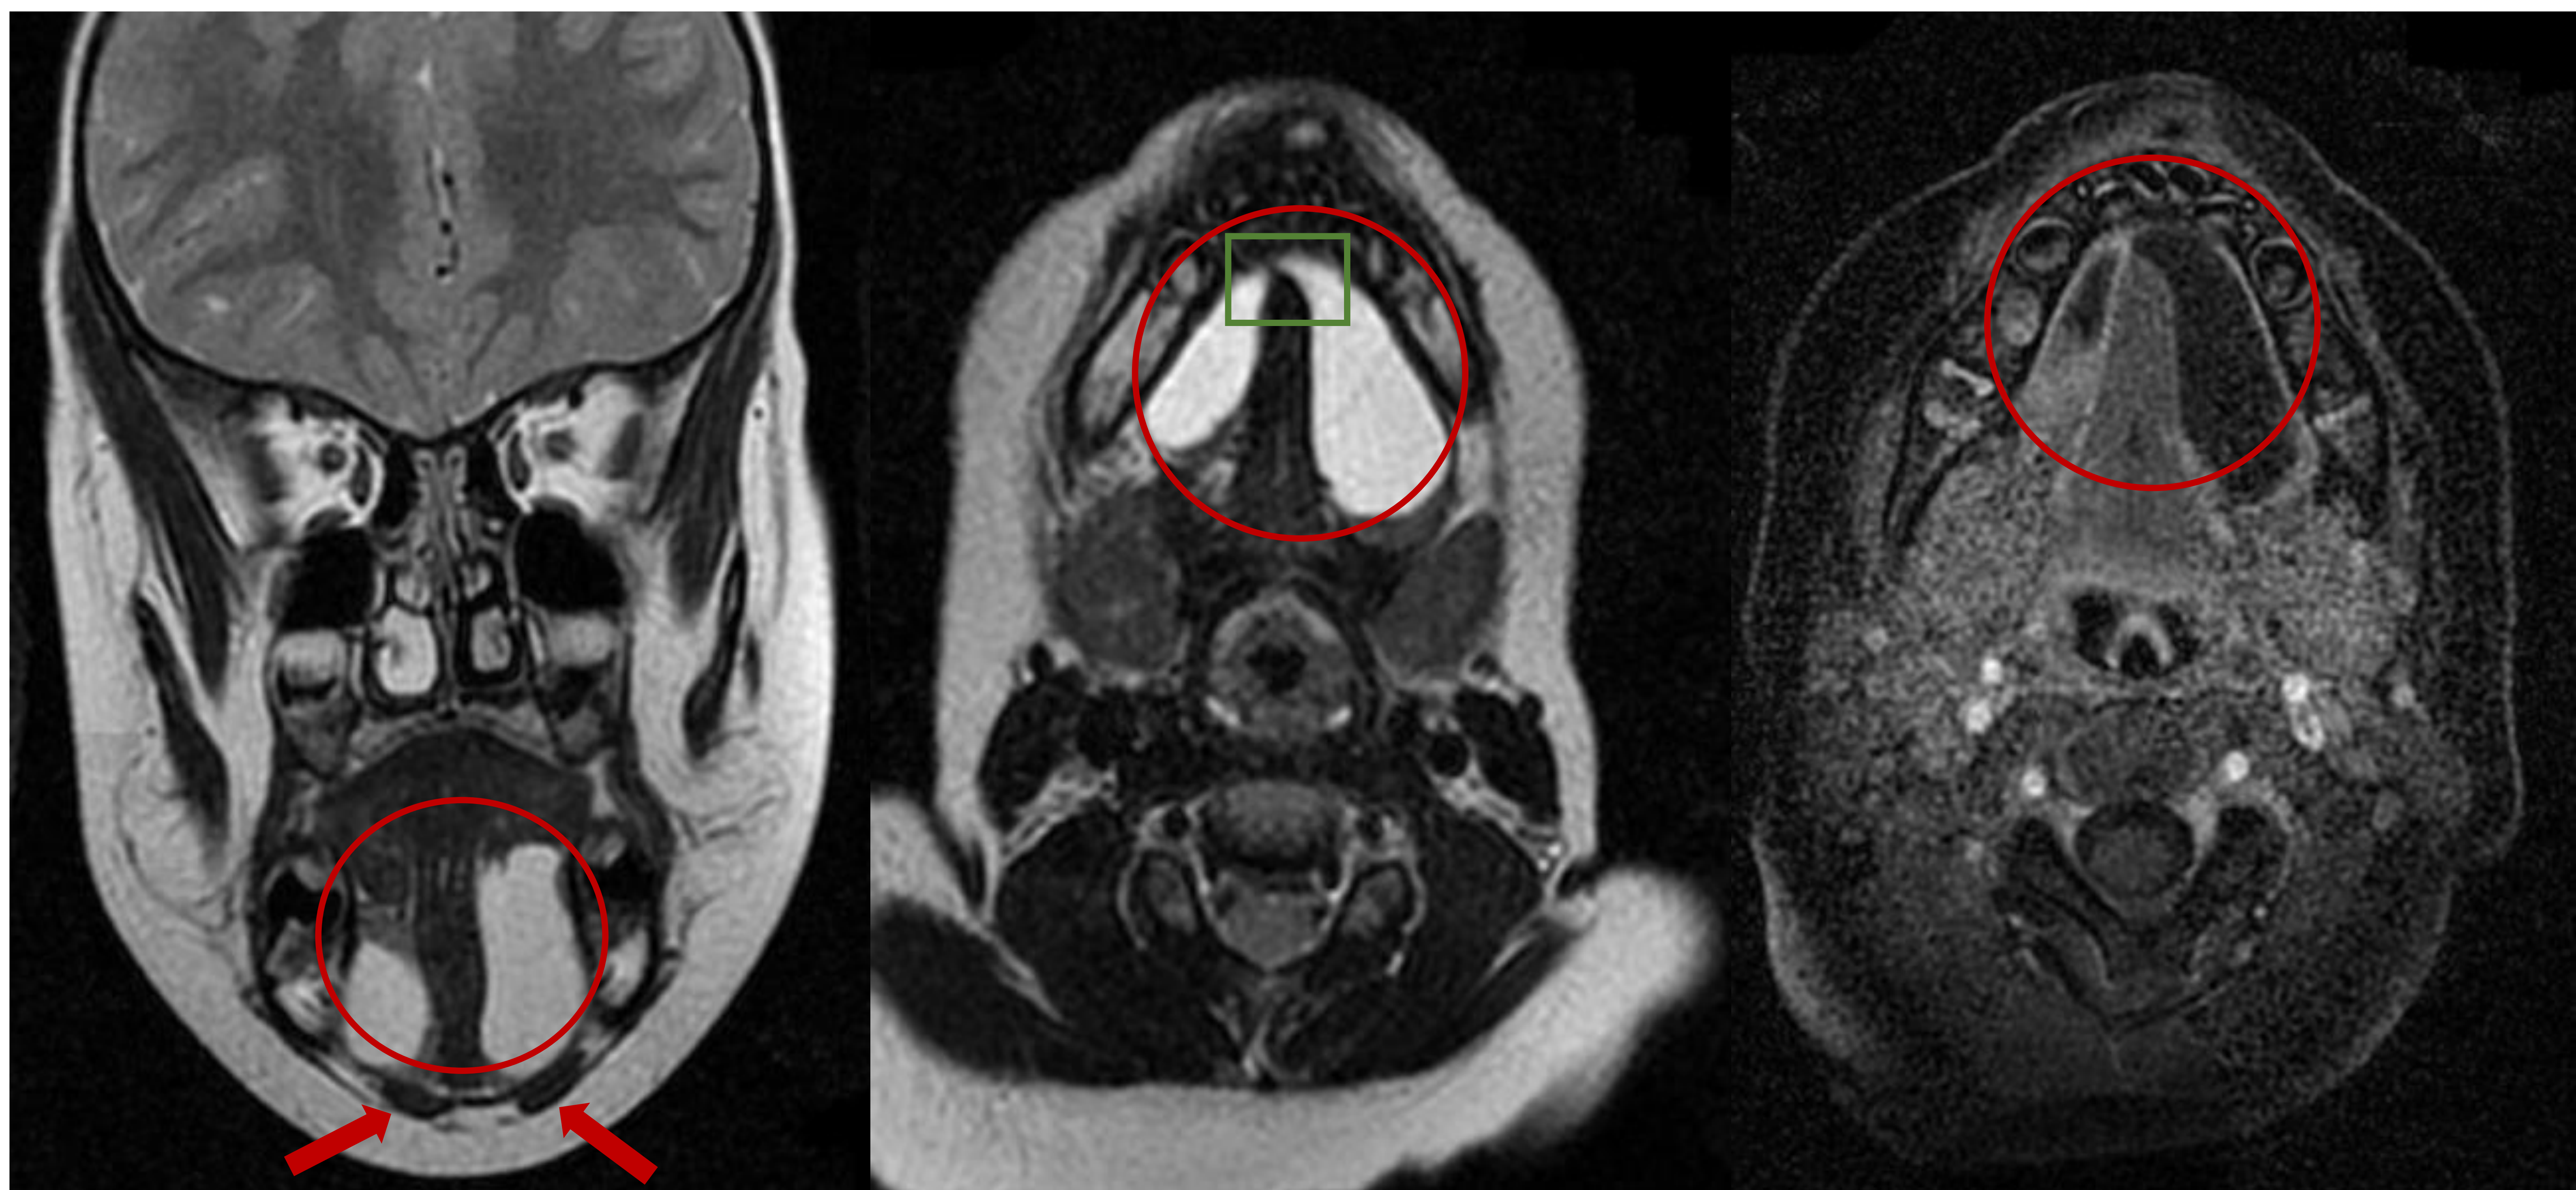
RM axial secuencias ponderadas en T2 coronal (izquierda) y axial (centro) sin contraste, y en T1 axial tras la administración de gadolinio iv. Se observa lesión quística bien definida (círculo rojo) que no capta contraste y se extiende a ambos espacios sublinguales compatible con ránula simple. Nótese como la lesión se localiza cranealmente a los vientres anteriores de ambos músculos digástricos (flechas rojas) y quedan separadas por la musculatura intrínseca de la lengua salvo en el extremo anterior, donde existe un pequeño istmo debajo del frenillo lingual que comunica el espacio sublingual de ambos lados (rectángulo verde).
